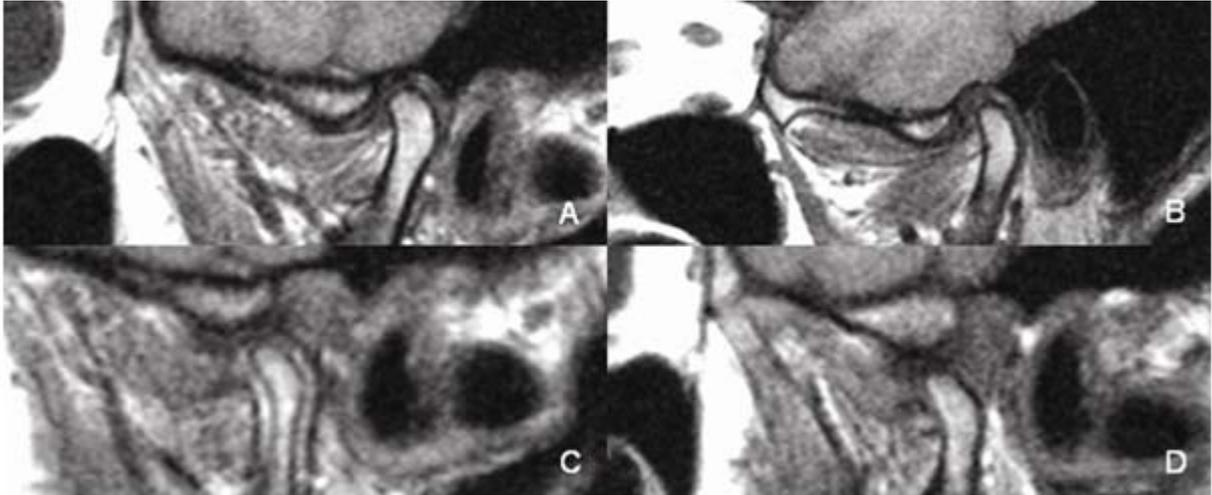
Paciente de 26 años, sexo femenino. A y B. Resonancia magnética nuclear de articulación temporomandibular en relación de intercuspidadación máxima. C y D. En apertura máxima sin dolor.
